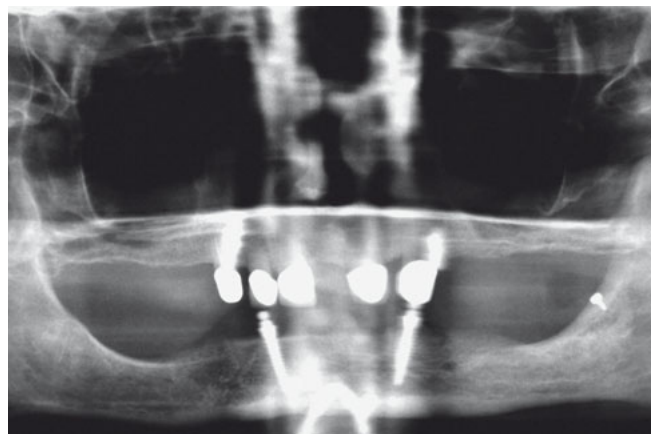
Röntgenkontrolle bei anstehender Extraktion des Zahns 33 einer 83-jährigen Patientin.
